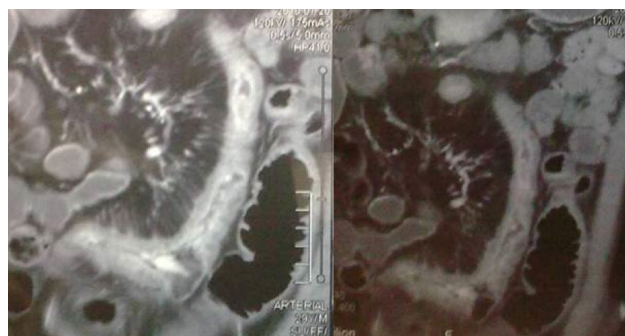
Fotos de enterorresonancia de intestino delgado que muestran engrosamiento de la pared intestinal asociado a disminución del calibre.
